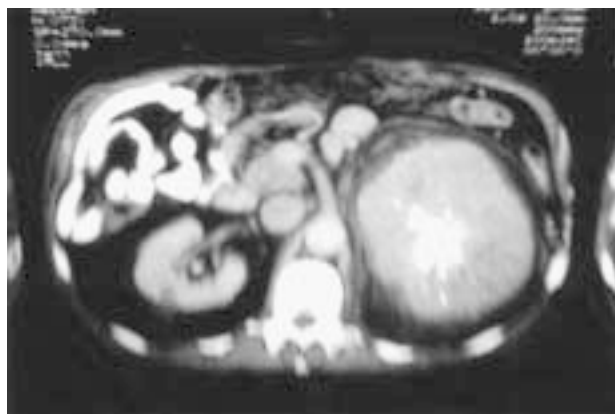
TAC abdominal muestra aumento de densidad de la lesión al contraste y quiste simple cortical renal derecho.
